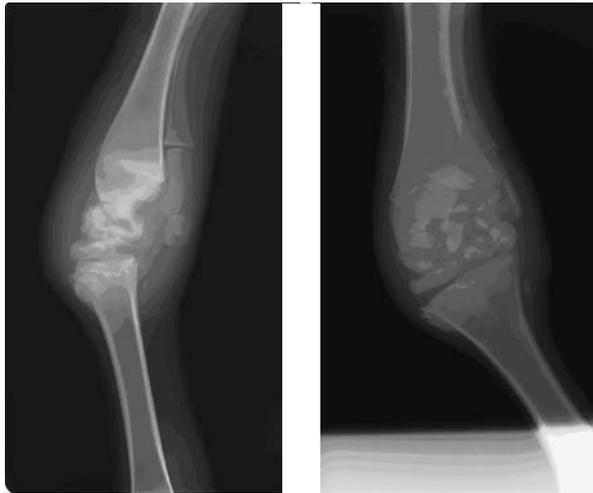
症例2の第79病日のX線検査所見（左図：ラテラル像，右図：頭一尾側像）
